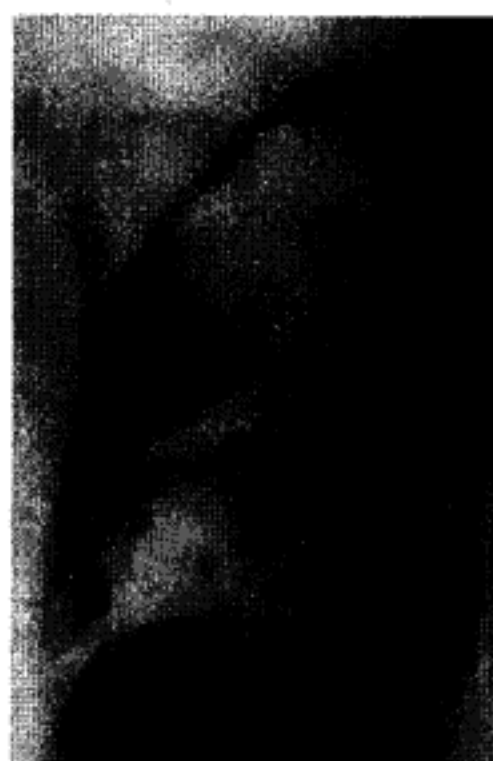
Гангренозний абсцес нижньої частки лівої легені. Оглядова рентгенограма грудної клітки, бокова проекція.
